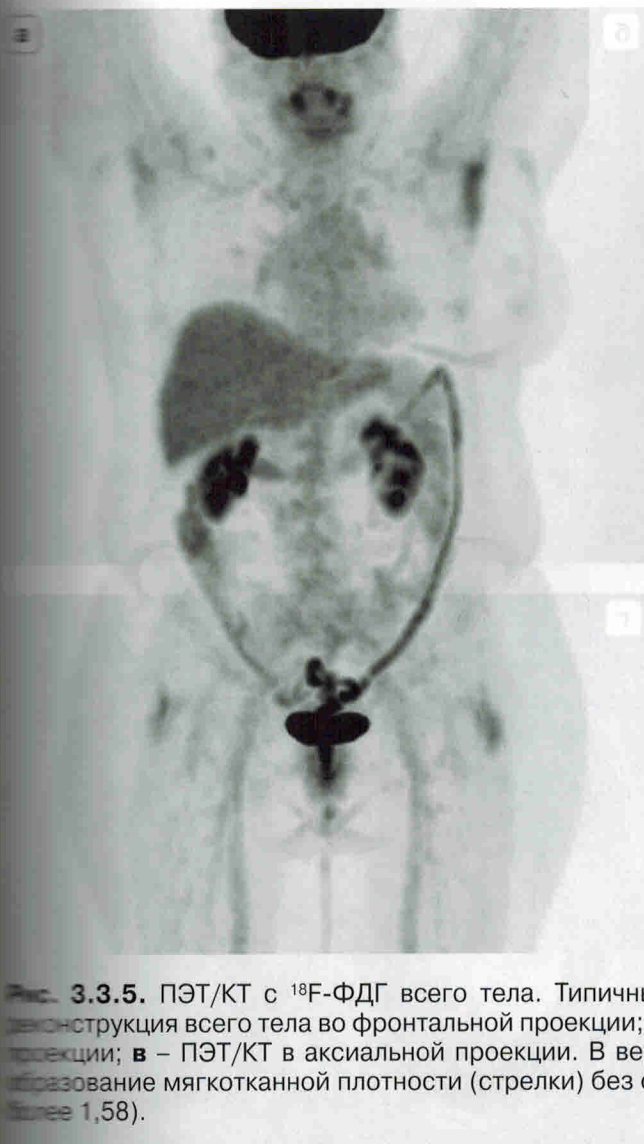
ПЭТ/КТ с ^{18}F -ФДГ всего тела. Типичный карциноид верхней доли правого легкого. а – ПЭТ-демонстрация всего тела во фронтальной проекции; б – КТ без внутривенного контрастирования в аксиальной проекции; в – ПЭТ/КТ в аксиальной проекции. В верхней доле правого легкого определяется многоузловое образование мягкой тканной плотности (стрелки) без очагового патологического накопления РФЛП (maxSUV не более 1,58).
